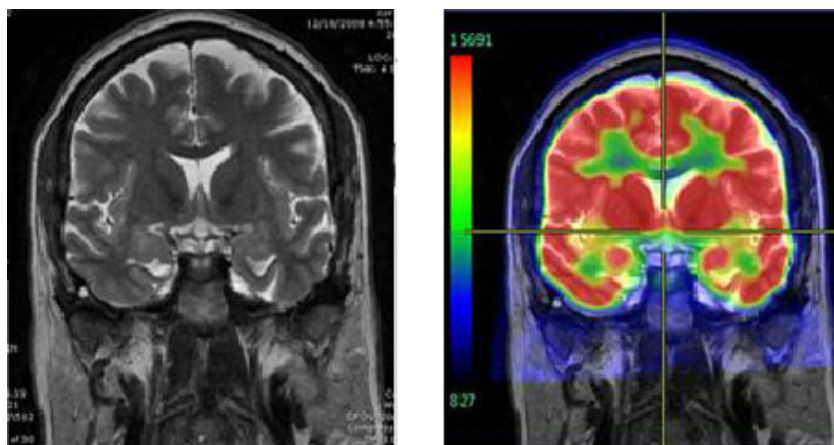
Порівняння зображень головного мозку, отриманих методом КТ (ліворуч) та ПЕТ (праворуч)
